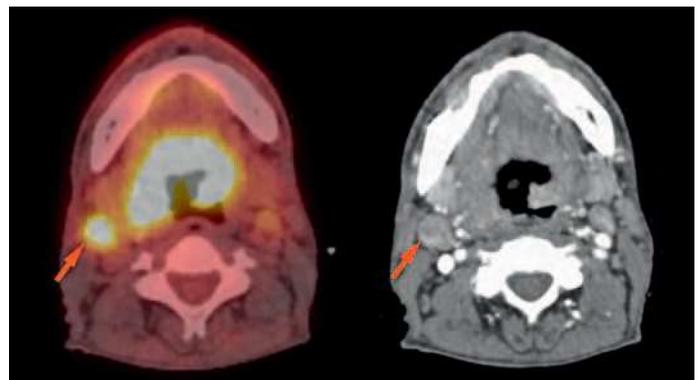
Darstellung eines ausgedehnten Zungengrundkarzinoms mit Lymphknoten-Metastase im rechten Hals im Pet und KM-CT
